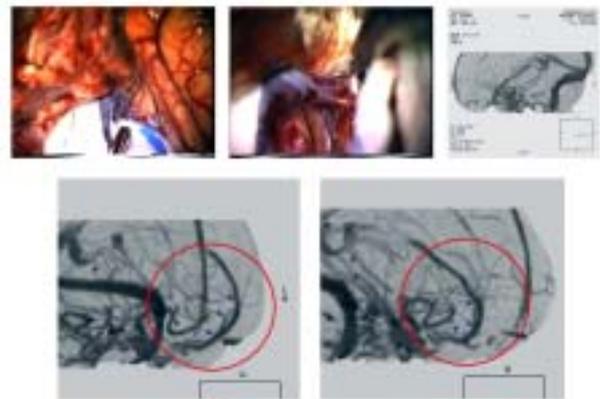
CT Venographyと脳血管撮影(静脈相)との比較
